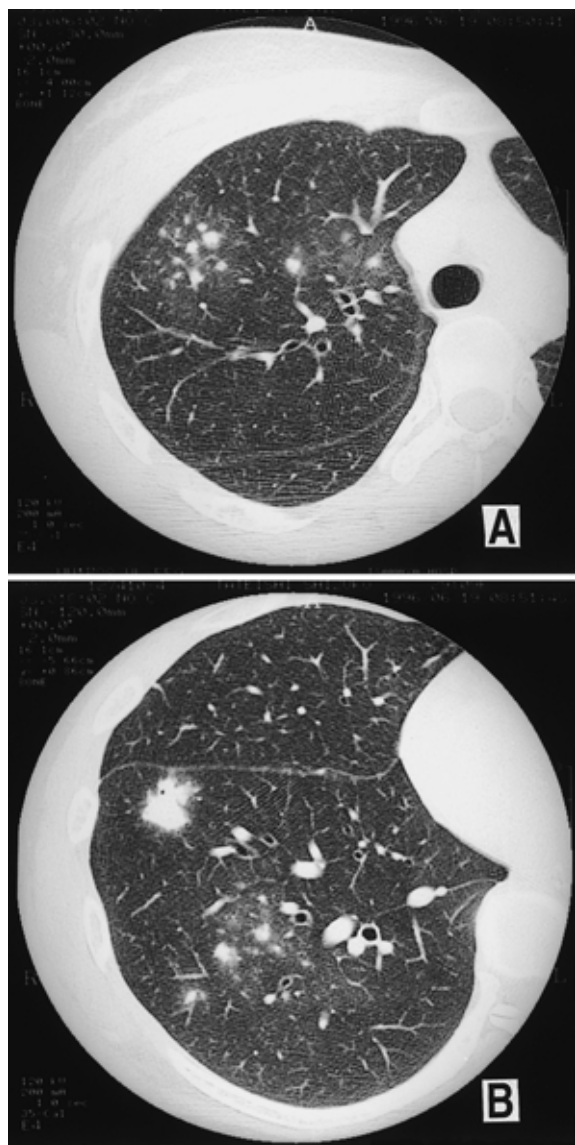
Computed tomography of the chest on admission, showing multiple small nodules in both lung fields, especially right S 3 (A) and right S 8 (B). No mediastinal lymph node swelling, cavities or pleural effusion were observed.
